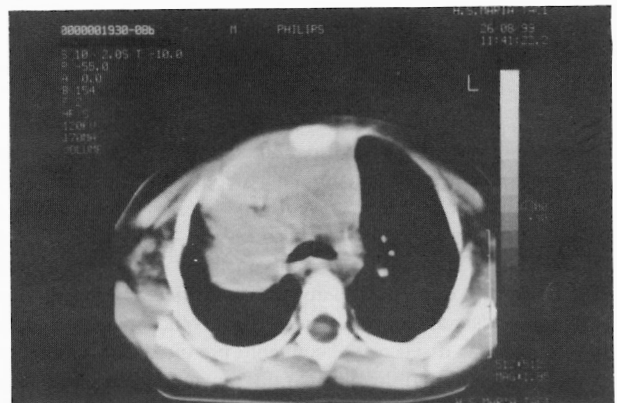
Tomografia computadorizada do tórax revela preenchimento das estruturas mediastínicas por uma massa homogénea.
